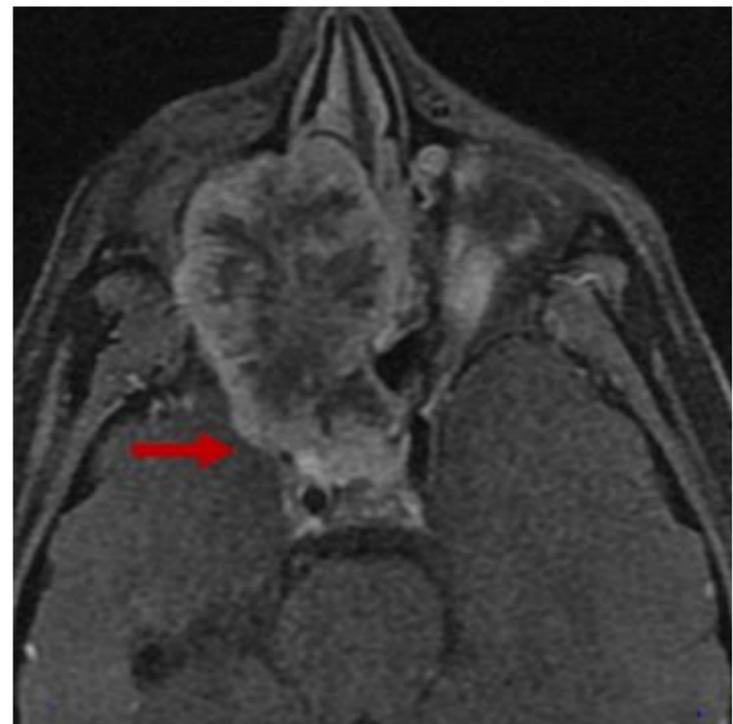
RM axial T1 con contraste. Invasión córtex cerebral. Leiomioma
